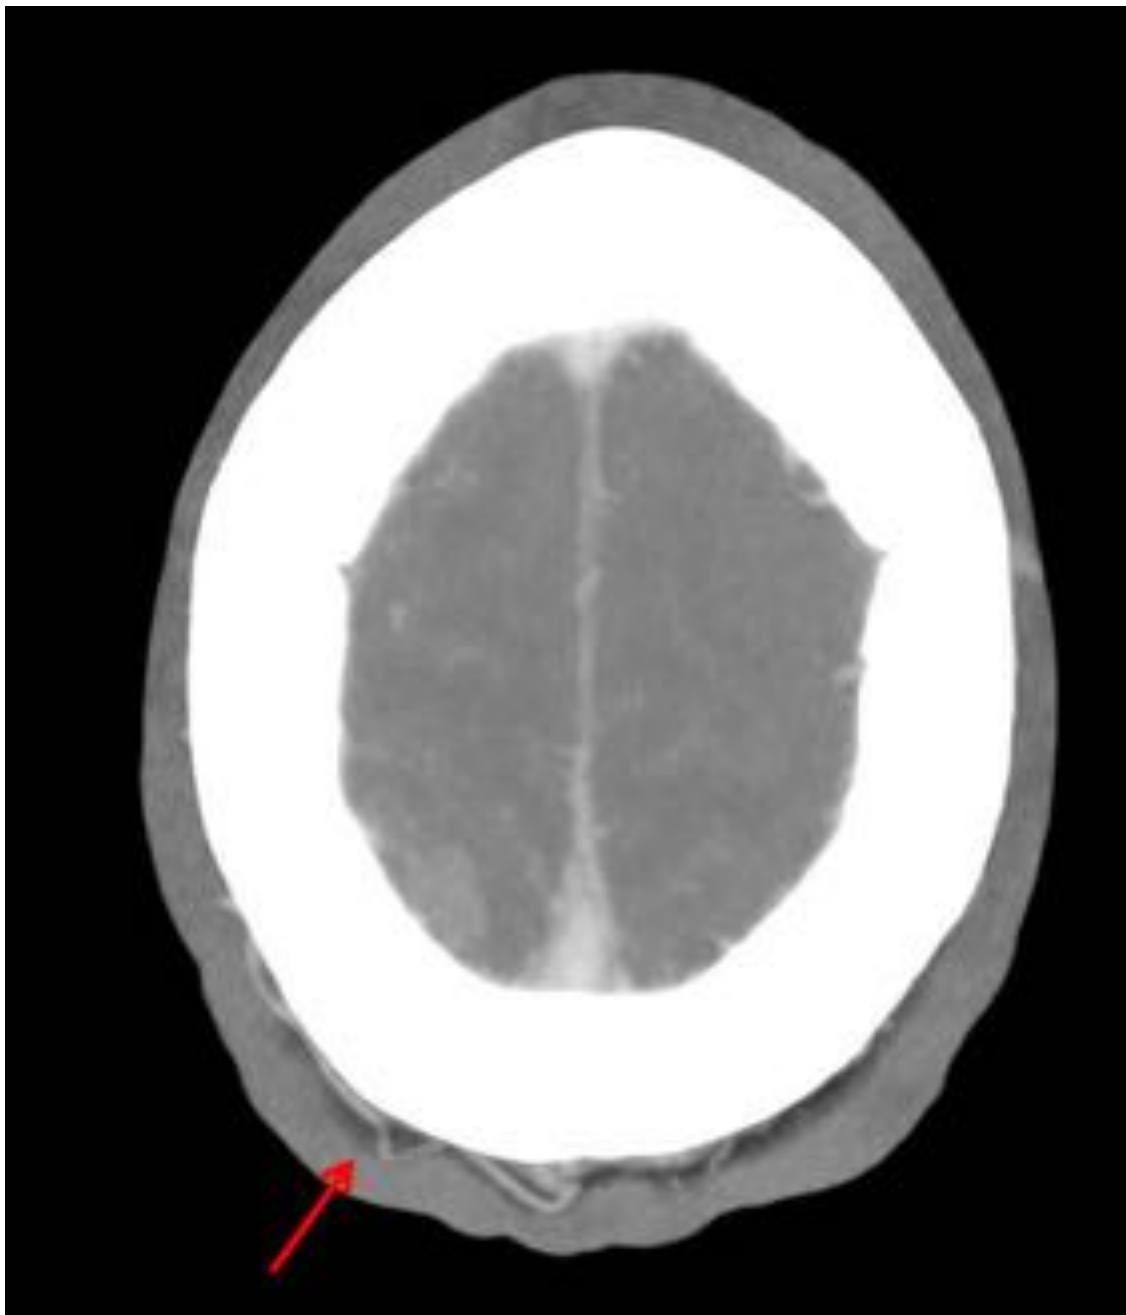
Caso 2. Paciente con cefalea súbita hemicraneal derecha. En el Angio-TC (Fig. 5 y 6) se objetiva un aumento difuso de la vascularización hemisférica derecha, con vasos de gran calibre y trayecto tortuoso (flechas rojas), sugestivos de arterias nutricias tortuosas.
